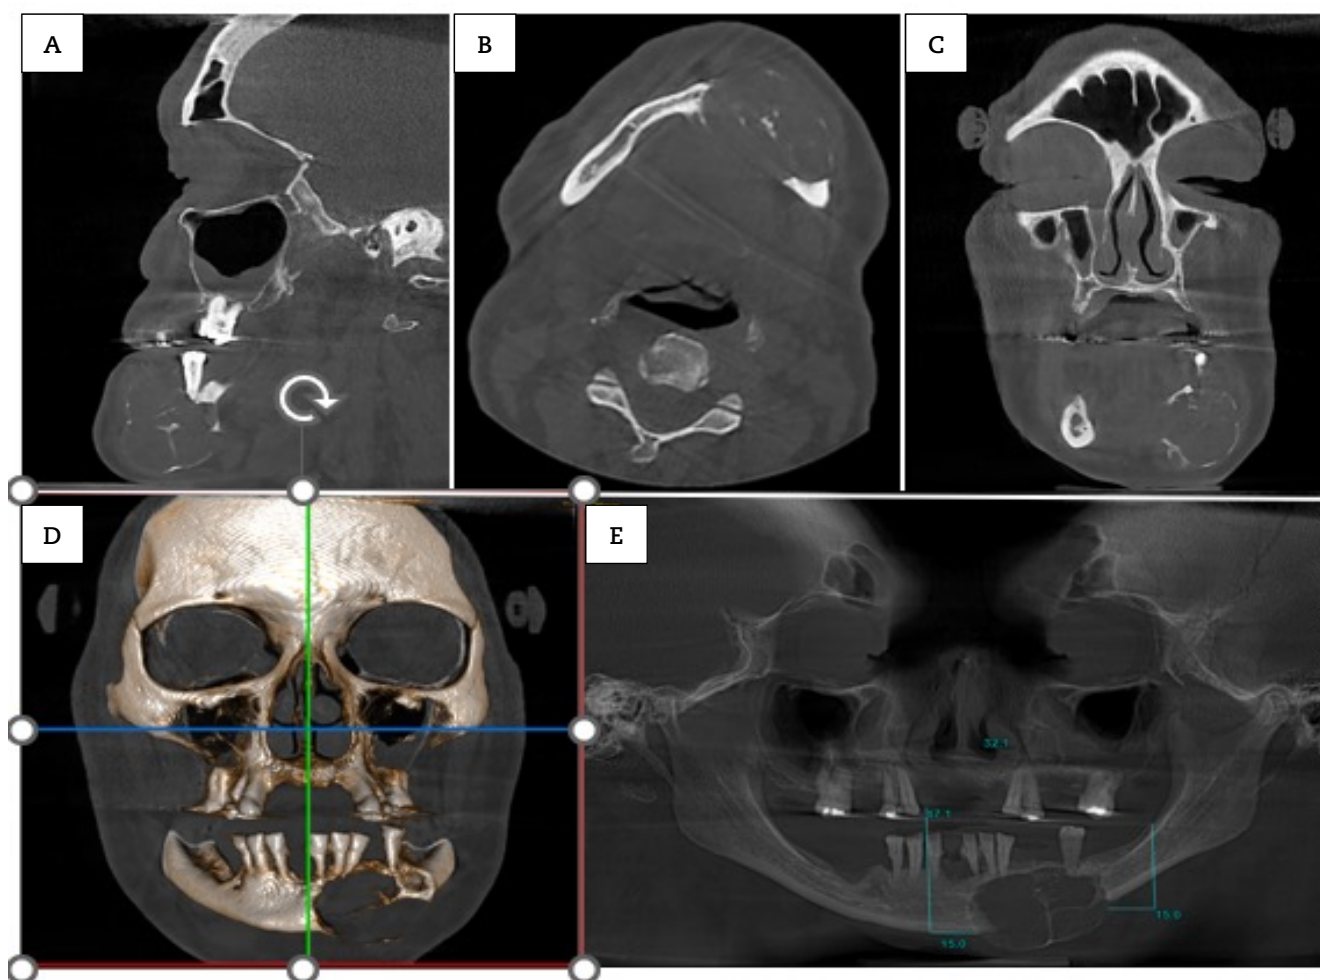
Tomografía computarizada de haz cónico. Cortes: A, sagital; B, axial; C, coronal; D, reconstrucción tridimensional y E, panorámica.
